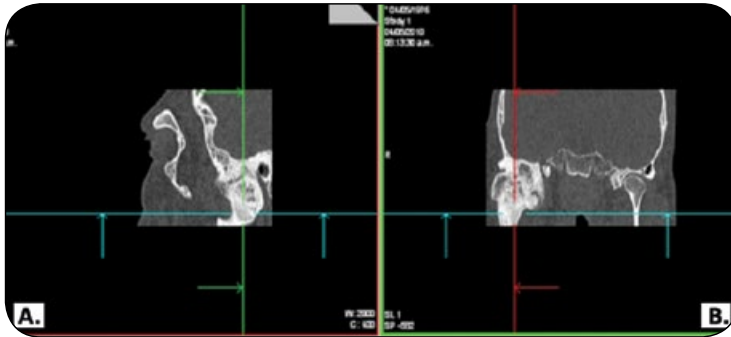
Anquilosis en ATM derecha. Tomografía Computarizada.
